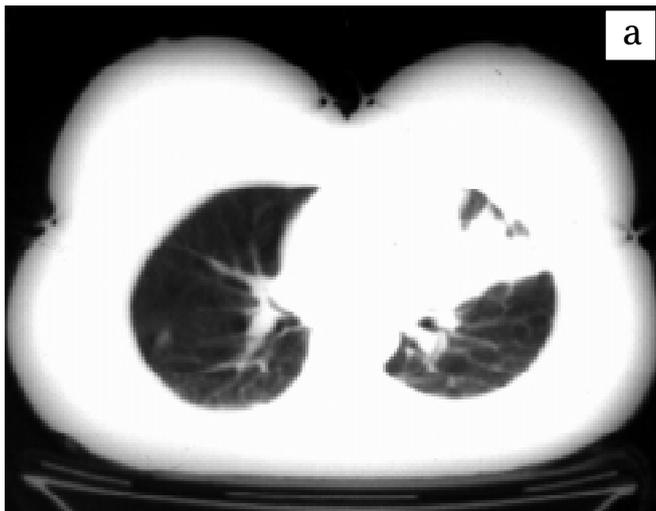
Комп'ютерна томограма ОГК: а, б — у верхній частці лівої легені визначаються фокуси інфільтрації розміром до 30 мм, з тенденцією до злиття, збільшення бронхопультмональних лімфатичних вузлів, невелика кількість рідини в лівій плевральній порожнині
